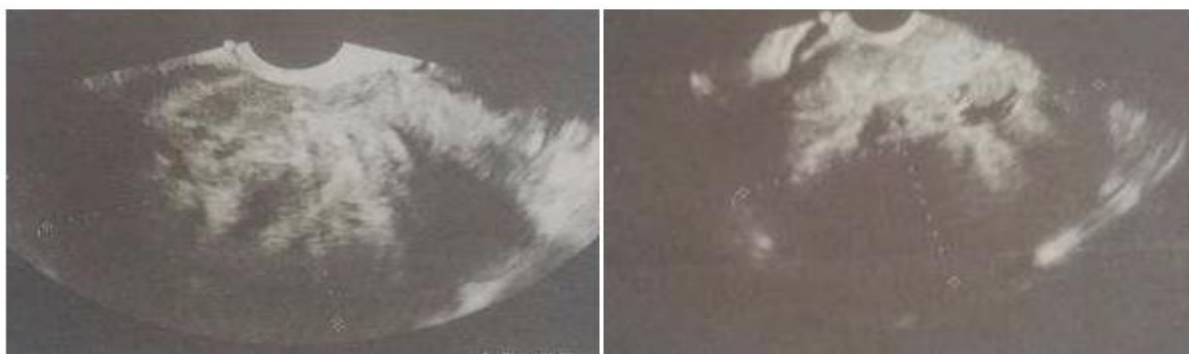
Aspect échographique d'un LMS : image pelvienne echogène hétérogène faisant 107/86 mm [143]
